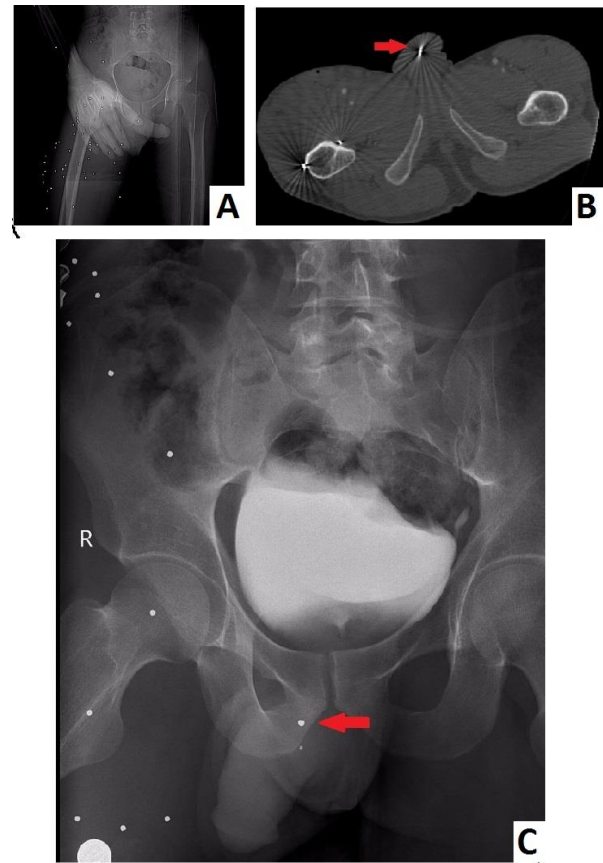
A. Images of pellets in the pelvic X-ray grapy in the emergency clinic B. Pellet in the penis was shown by computerized tomography in the emergency clinic C. Intravenous urogram (pellet in the penis was shown as red arrow)
